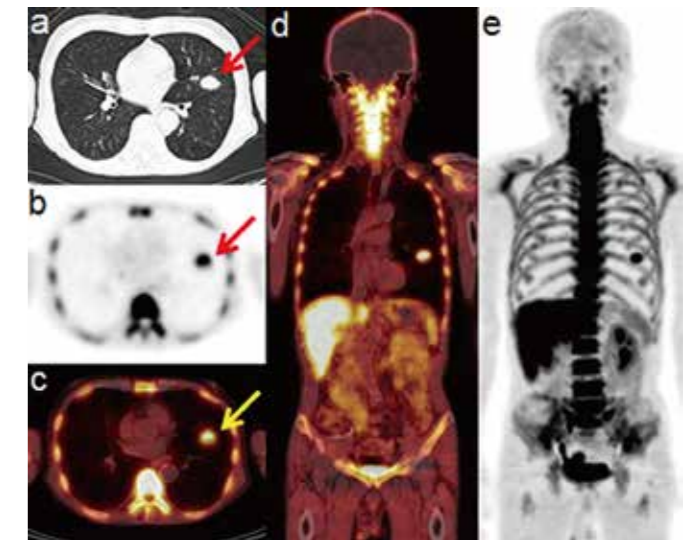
肺がん患者の¹⁸F-FLT-PET/CT画像
